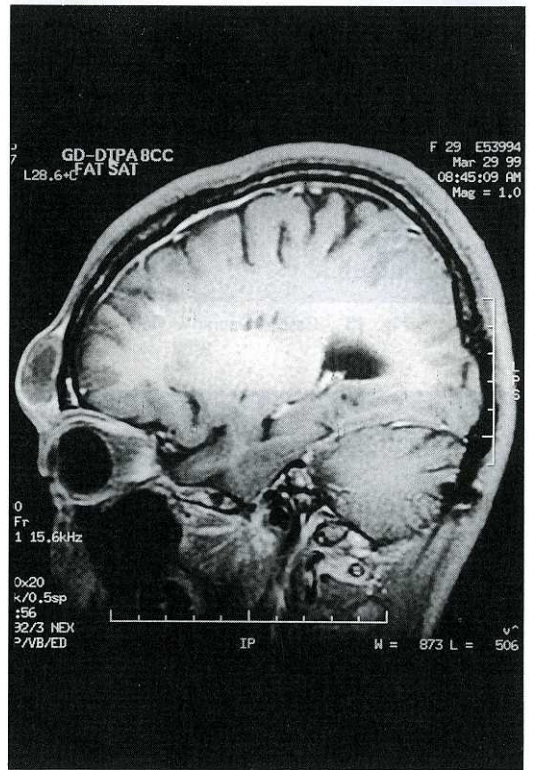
Case 2, Preoperative T1-weighted MR image shows the mass beneath frontalis muscle as low intensity lesion. (Gd-DTPA, FAT SAT)
